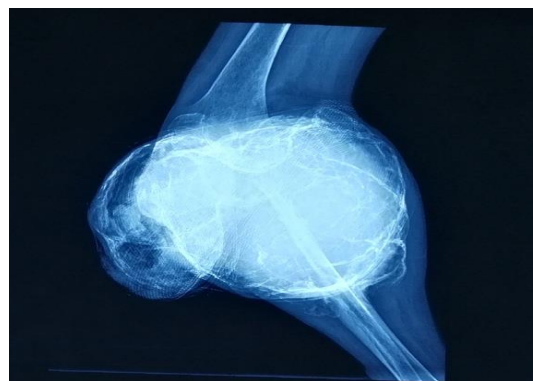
Radiografía lateral de la rodilla derecha donde se aprecia gran lesión irregular, con un patrón radial, que compromete cortical de tibia y peroné.
